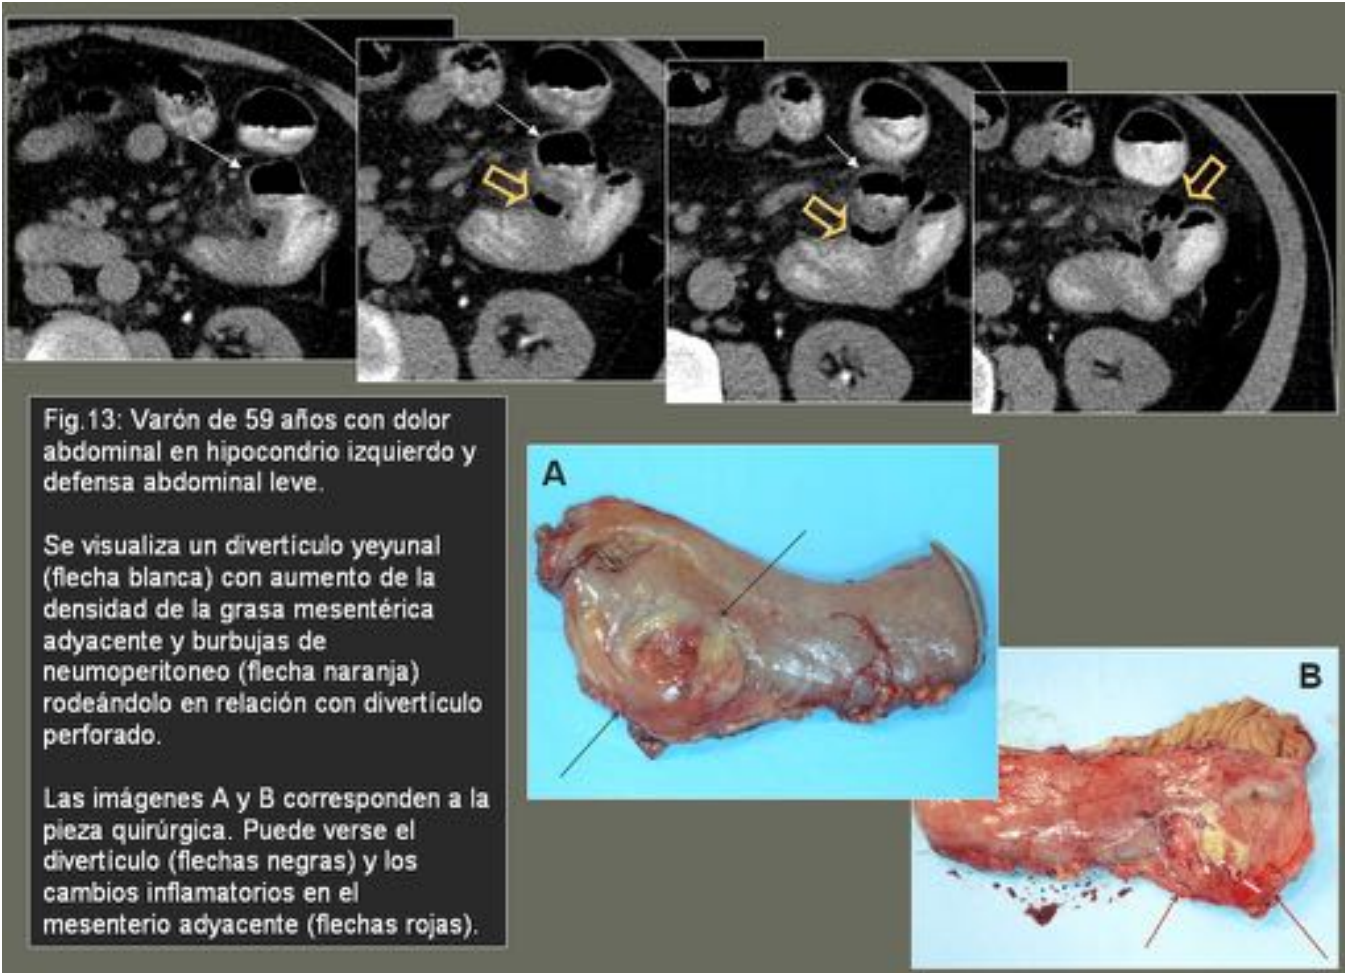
TC Y PIEZA QUIRÚRGICA. PERFORACIÓN DE DIVERTÍCULO YEYUNAL
